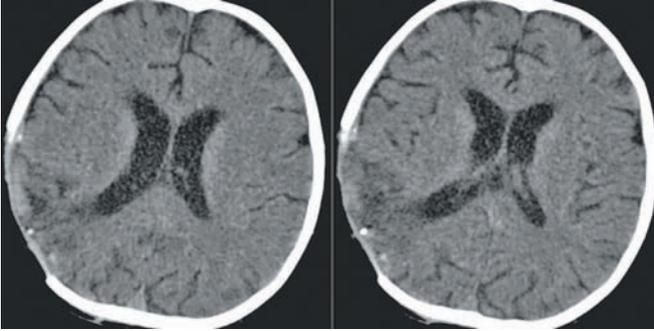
МСКТ. 12-е сутки после второй операции. Субдуральная гидрома в стадии инволюции.
